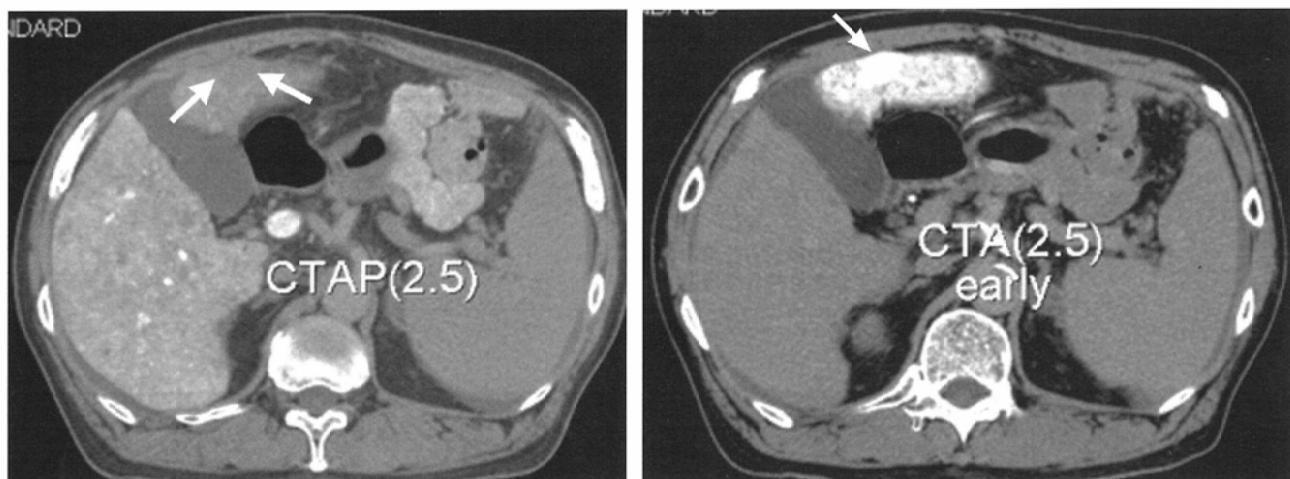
マルチスライスCTによるCTAとCTAP
